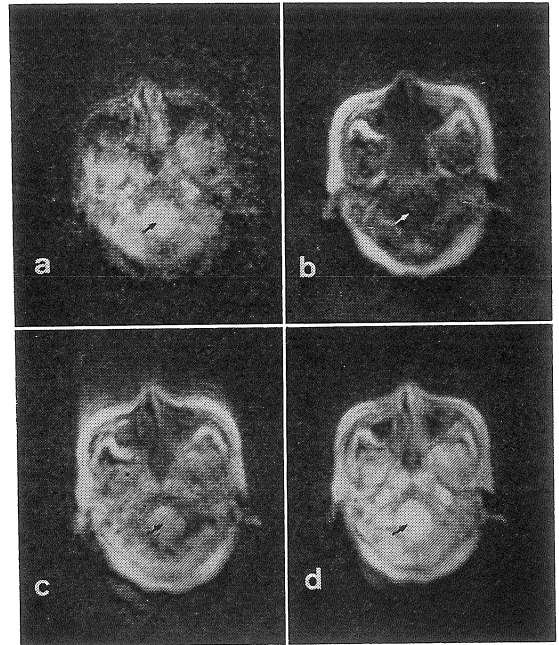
NMR-CT images in a case of malignant cerebellar astrocytoma.
